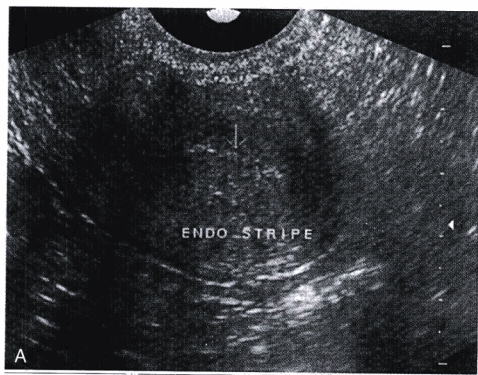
(A)阴道超声显示月经后很薄的子宫内膜线。(B)1周后接近排卵的明显增厚的子宫内膜。
